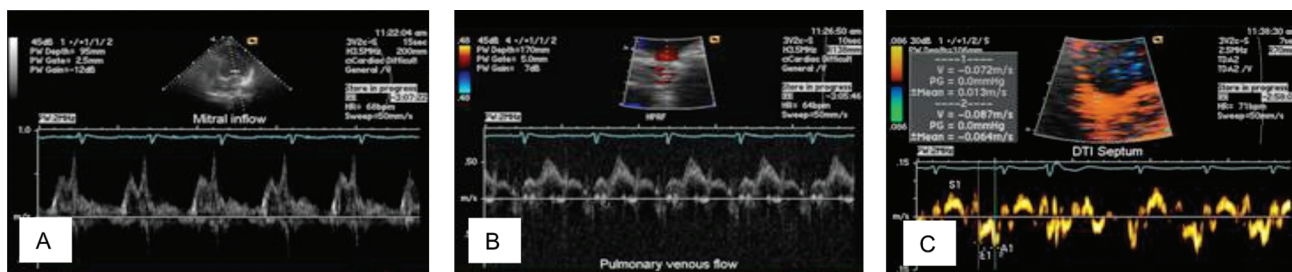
Função diastólica avaliada pelo fluxo mitral, fluxo venoso pulmonar e Doppler tecidual compatíveis com padrão de relaxamento lentificado.
